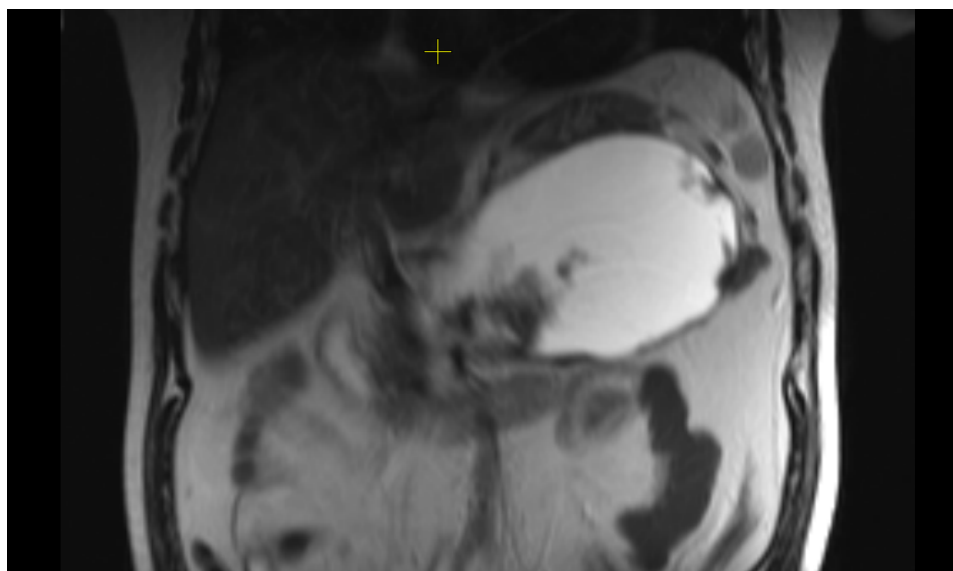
МРТ органов брюшной полости.
